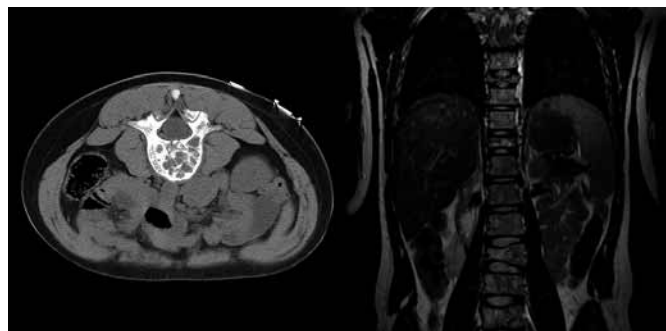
Tomografia computadorizada (à esquerda): múltiplas lesões osteolíticas. Ressonância magnética (à direita): alteração de sinal e captação de contraste difusa de todos os corpos vertebrais, com lesões líticas, mas sem evidência de alteração dos tecidos moles.
